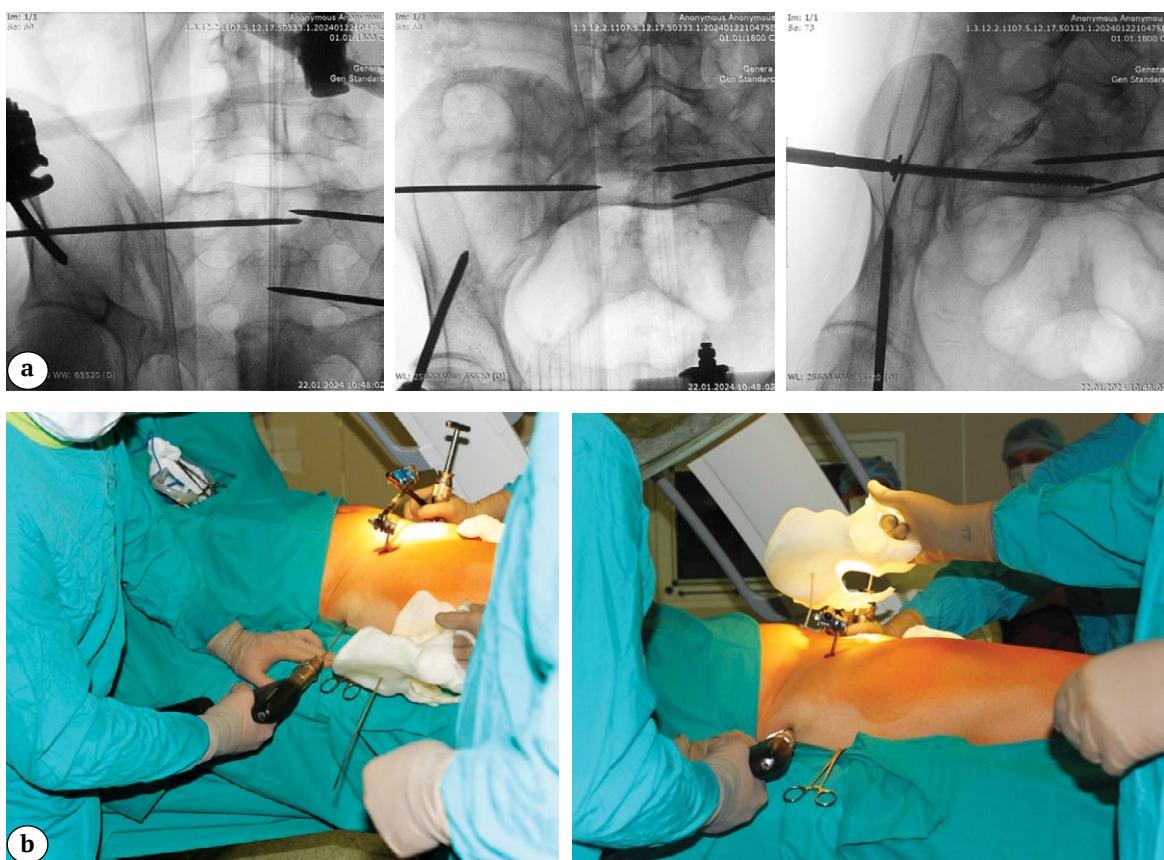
Интраоперационная навигация: а — рентгенологический контроль; б — использование 3D-модели во время операции
